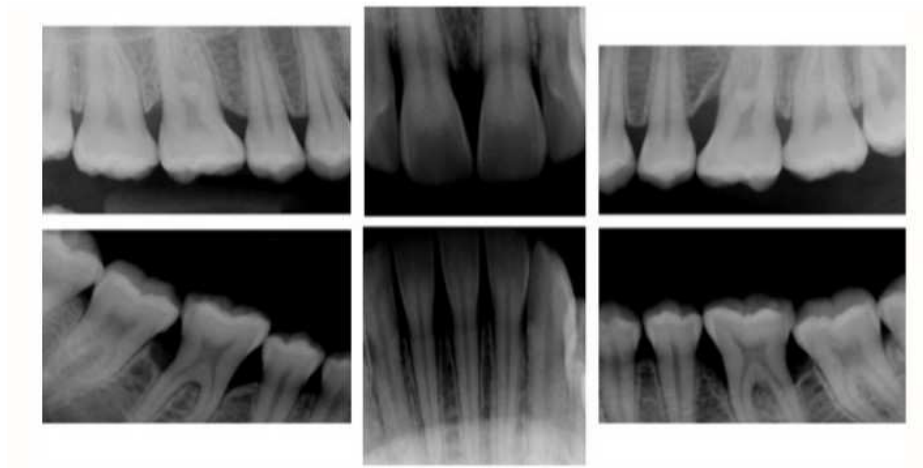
Radiografias periapicais de um paciente diagnosticado com periodontite agressiva localizada. Adaptada de (Albandar, 2014).
